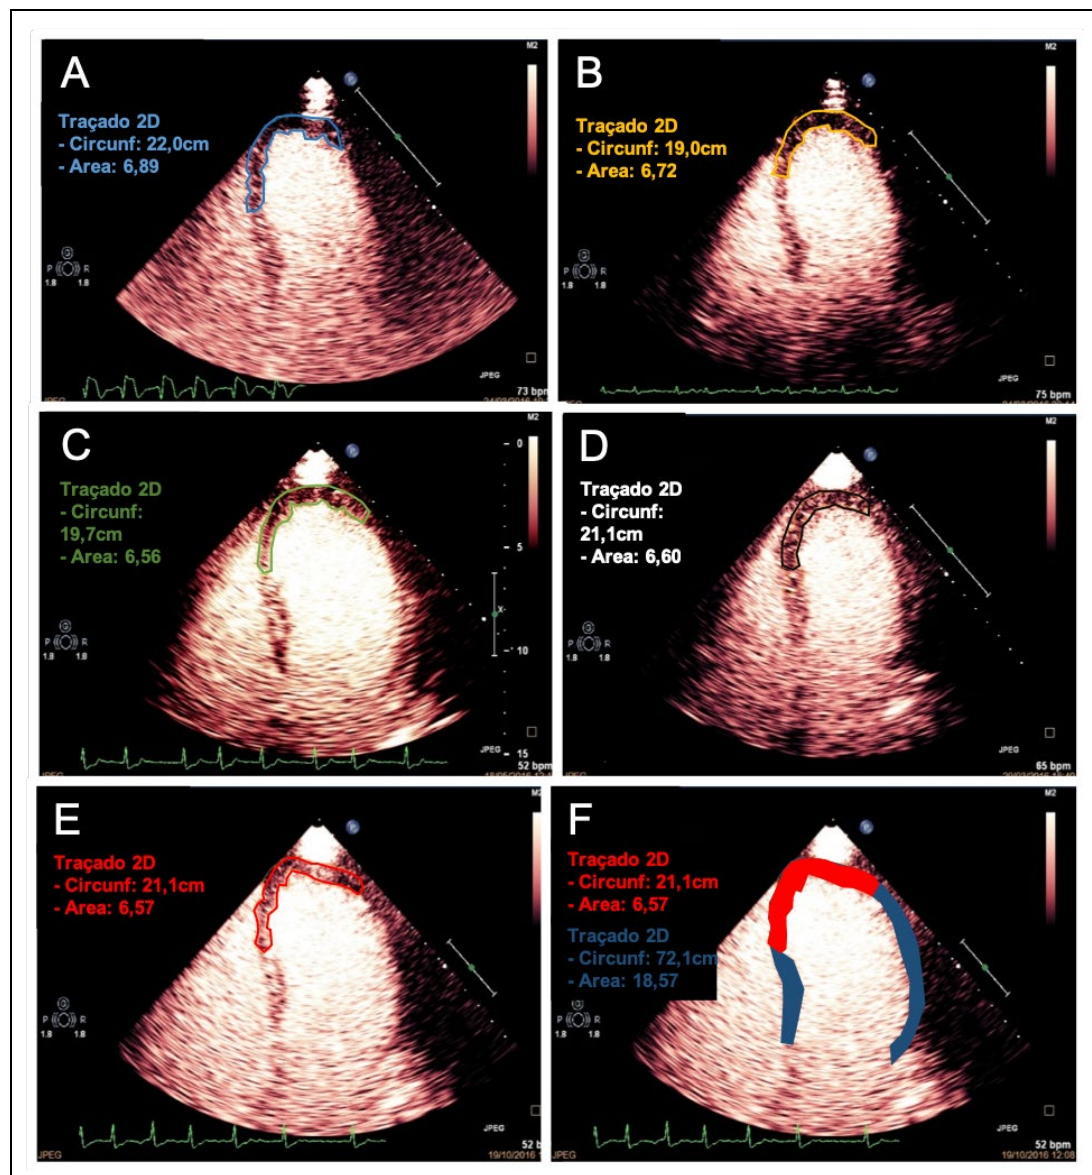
Imagens ecocardiográficas bidimensionais contrastadas no plano apical 4 câmaras, na diástole máxima, nas quais delimitou-se as áreas com déficit de perfusão nos diferentes momentos de aquisição dos exames e a área do miocárdio total (A = pré-ICP, em azul, B = pós-ICP, em laranja, C = 72 a 96 horas durante a internação hospitalar, em verde, D = 1 mês, em preto, E = 6 meses de evolução, em vermelho e F = área do miocárdio total, em azul + vermelho)
